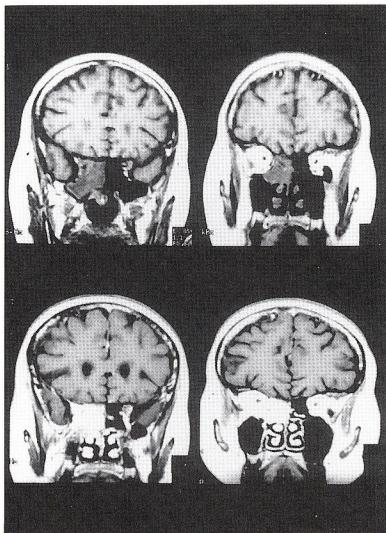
MRI imaging showed the thickness of the right paranasal mucosa, and the enhanced mass at the sphenoid sinus and the ethmoid sinus. (upper T1 W.I., lower Gd-enhanced image)
